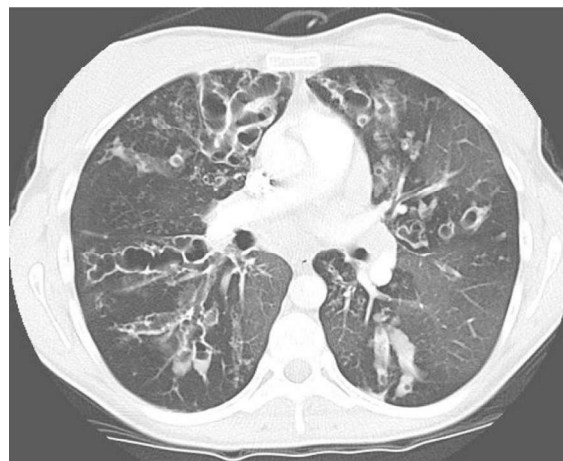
Комп'ютерна томограма грудної порожнини хворого В., 25 років. Муковісцидоз, легенева форма. Тяжкий перебіг. Фаза загострення. Типовий для муковісцидозу дорослих радіологічний образ даного захворювання: двобічна субтотальна бронхоектазія; стінки бронхів потовщені, щільні, виражена перібронхіальна інфільтрація; частина бронхів заповнені густим (за денситометричними параметрами), в'язким секретом (слизові пробки)
